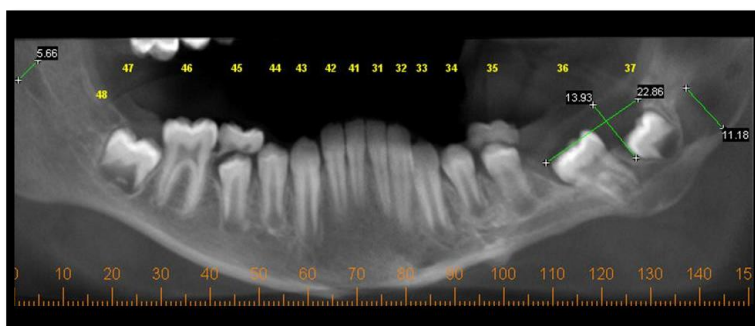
Corte Panorâmico da Tomografia Computadorizada, mostrando assimetria mandibular severa, imagem hipodensa acometendo a coroa dos dentes 36 e 37.
